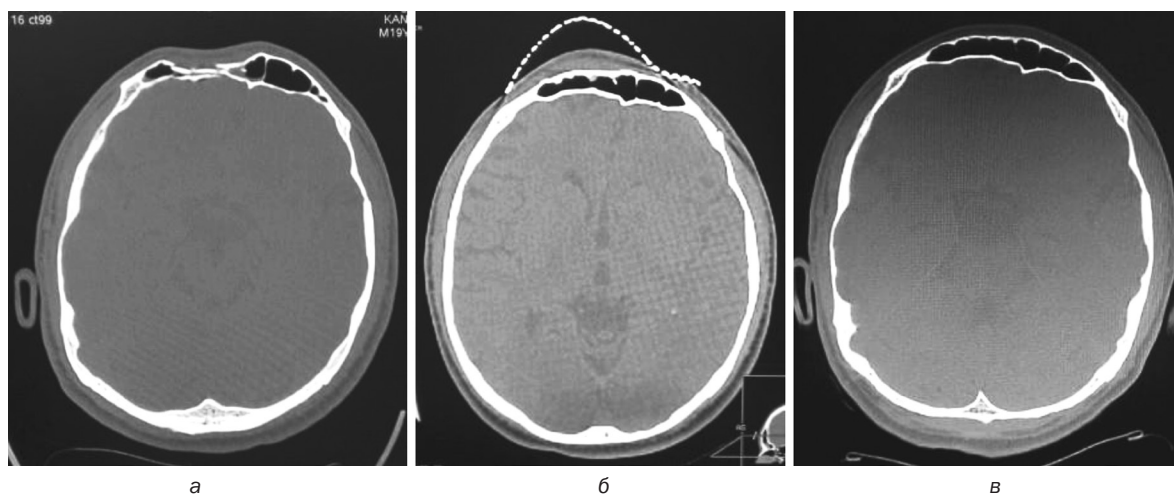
КТ до операции (а); 1-е сутки после операции (б); КТ через 6 месяцев после операции (в)
